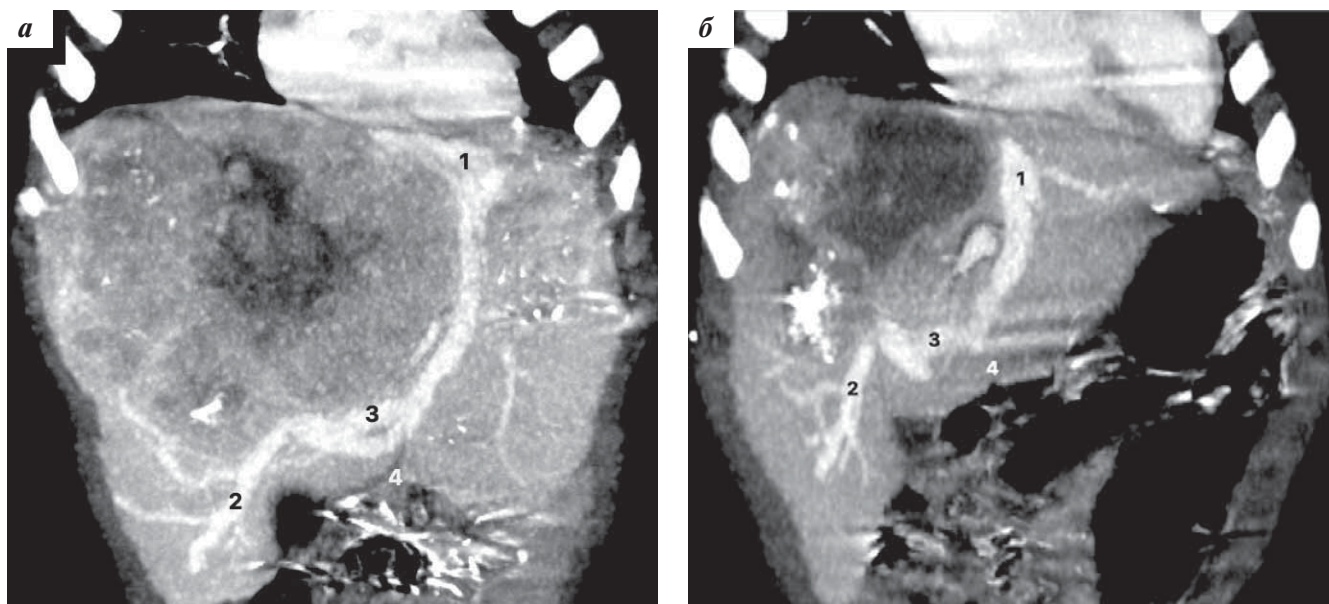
Компьютерные томограммы в коронарной проекции: а – инициальная КТ; б – после завершения нПХТ; 1 – левая печеночная вена; 2 – дистальный отдел правой печеночной вены; 3 – венозный шунт между правой и левой печеночными венами; 4 – проекция умбиликальной фиссуры
